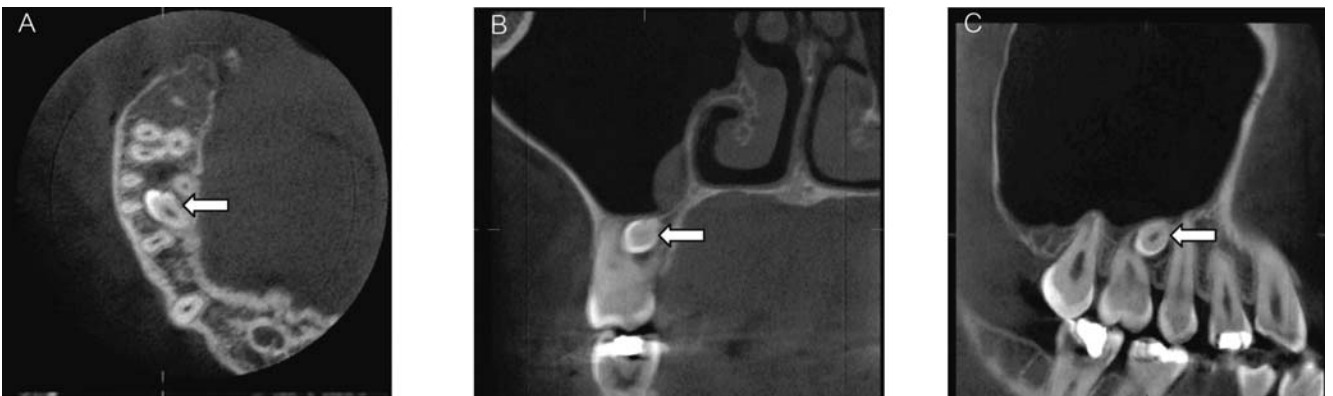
Cone beam computed tomographs showing location of supernumerary tooth (arrows): A) axial image, B) coronal image, C) sagittal image
